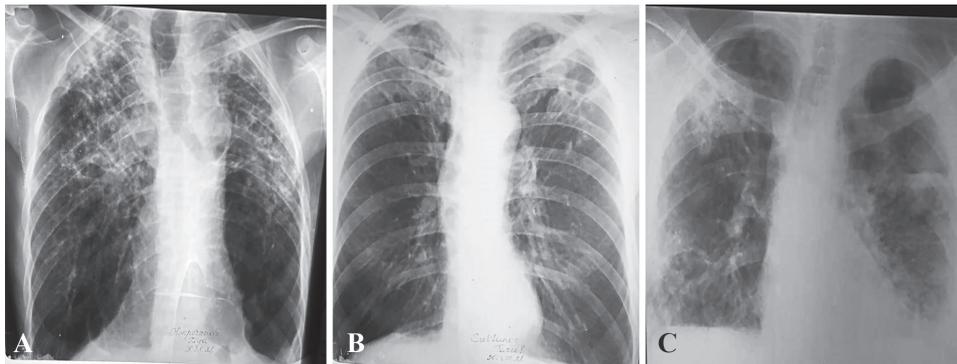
Рентгенограммы пациентов с коинфекцией ТБ/COVID-19
